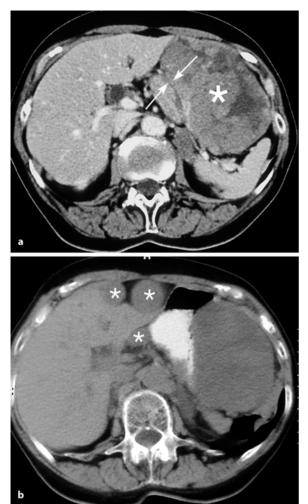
a, b. Typisches Leiomyosarkom. a Großer inhomogener Oberbauchtumor links (Stern) mit fehlender Abgrenzung zur großkurvaturseitigen Wand des komprimierten Magens (Pfeile). Sonst weist der Tumor eine definierte Grenze auf. Die zentral hypodensen Areale repräsentieren Einblutungen oder Nekrosen. Beachte: keine Metastasen, kein Aszites. Inzidentalom der linken Nebenniere. b Der gleiche Patient 8 Monate nach inkompletter Resektion mit Progression des Resttumors und multiplen Metastasen im Sinne einer peritonealen Sarkomatose. Weiterhin kein Aszites. Die Metastasen erscheinen bei geringerer Größe in der CT nativ relativ homogen (Sterne)
